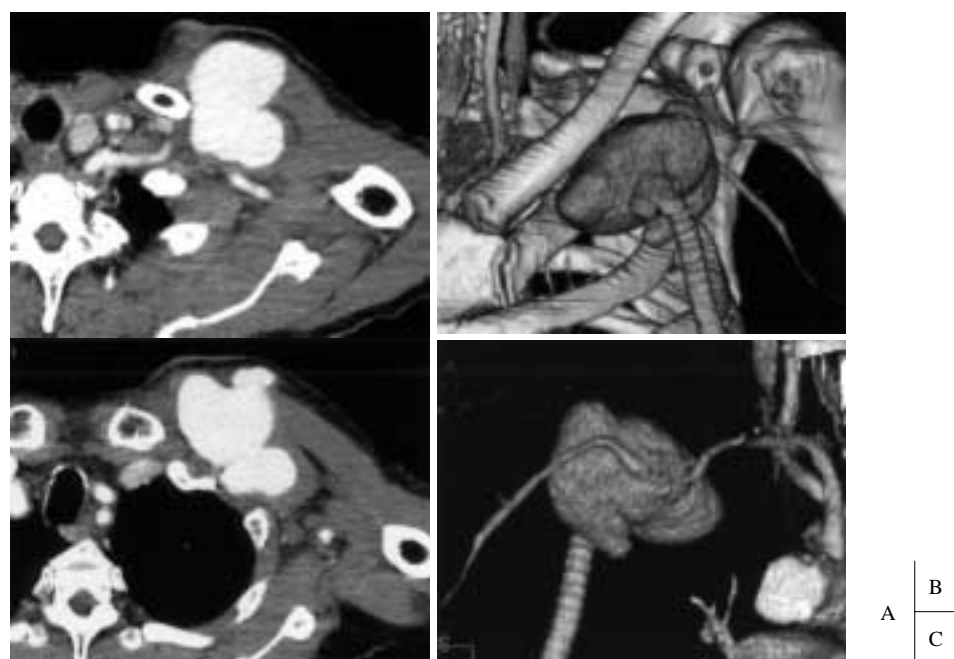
A: CT scan after intravenous contrast enhancement demonstrates large pseudoaneurysm formation at the proximal anastomosis of the left axillobifemoral bypass.
